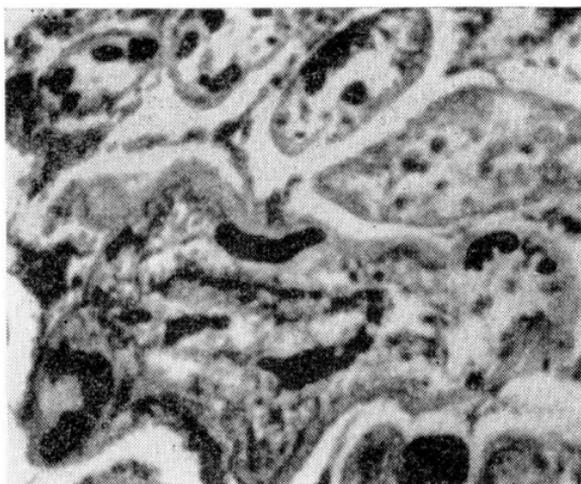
Эмболический виллузит. Червеобразные черные образования — микробные эмболы из листерий. Окраска по Левадити.
